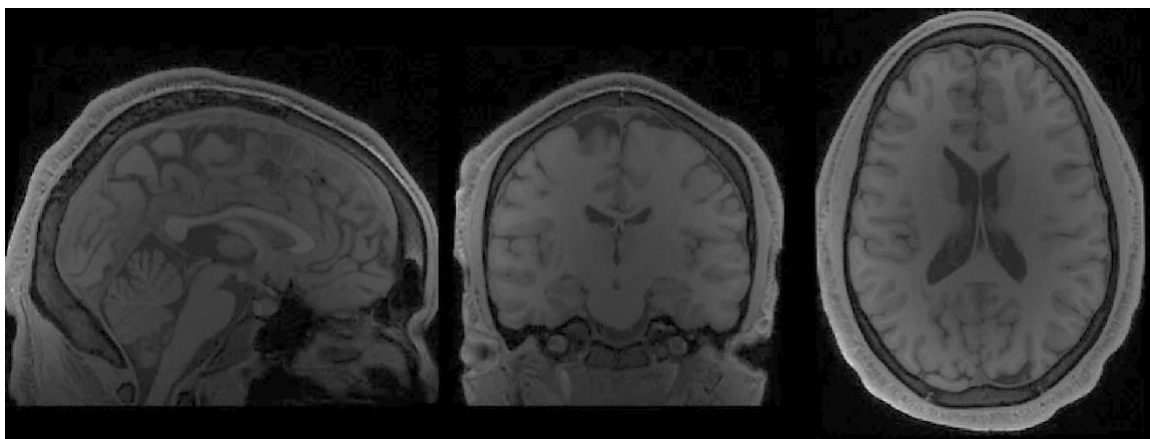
Resonancia magnética por T1w en vista sagital, coronal y transversal respectivamente.
